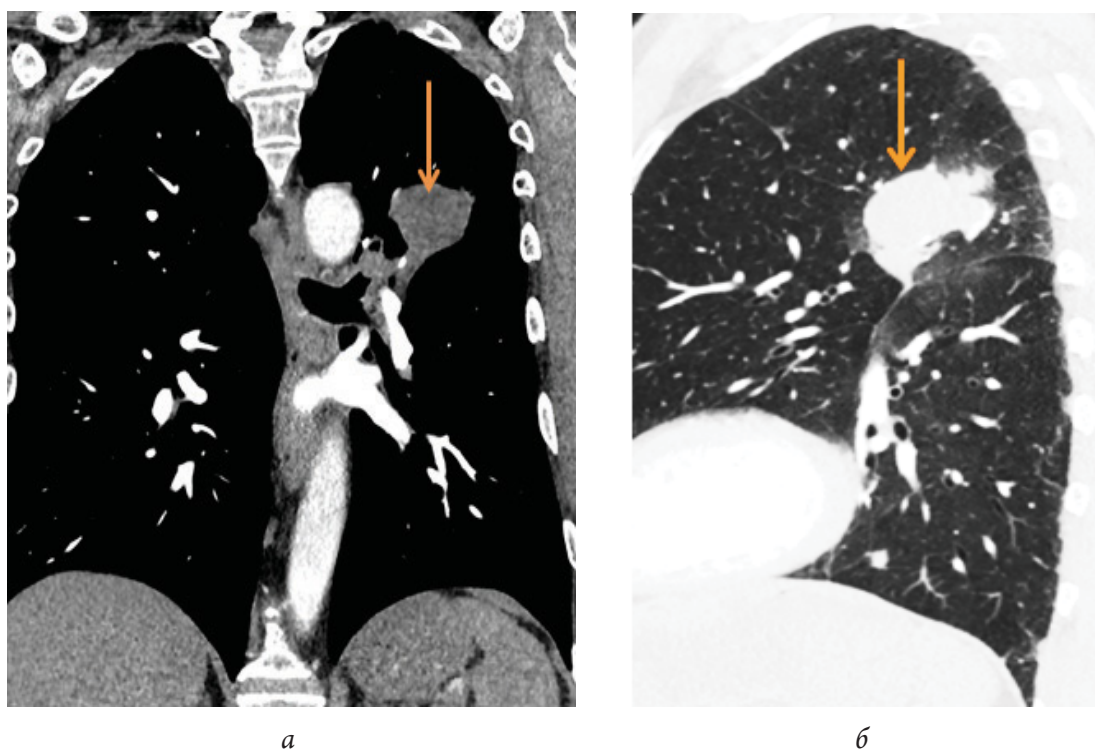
КТ-изображения органов грудной клетки больного С.: *а* – артериальная фаза, фронтальная реконструкция; *б* – «легочное окно», сагиттальная реконструкция. Периферическое образование верхней доли левого легкого (показано стрелками)
